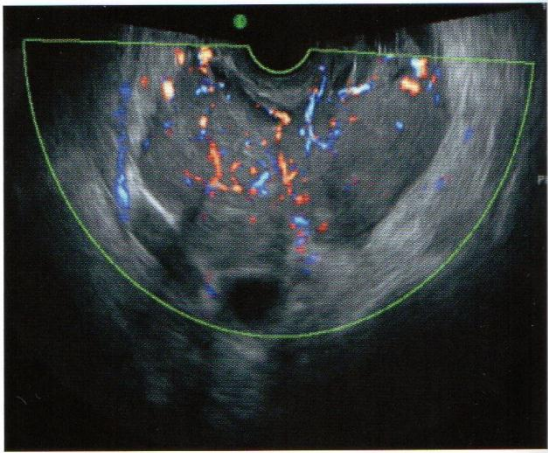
Ecografía doppler de ovario.
